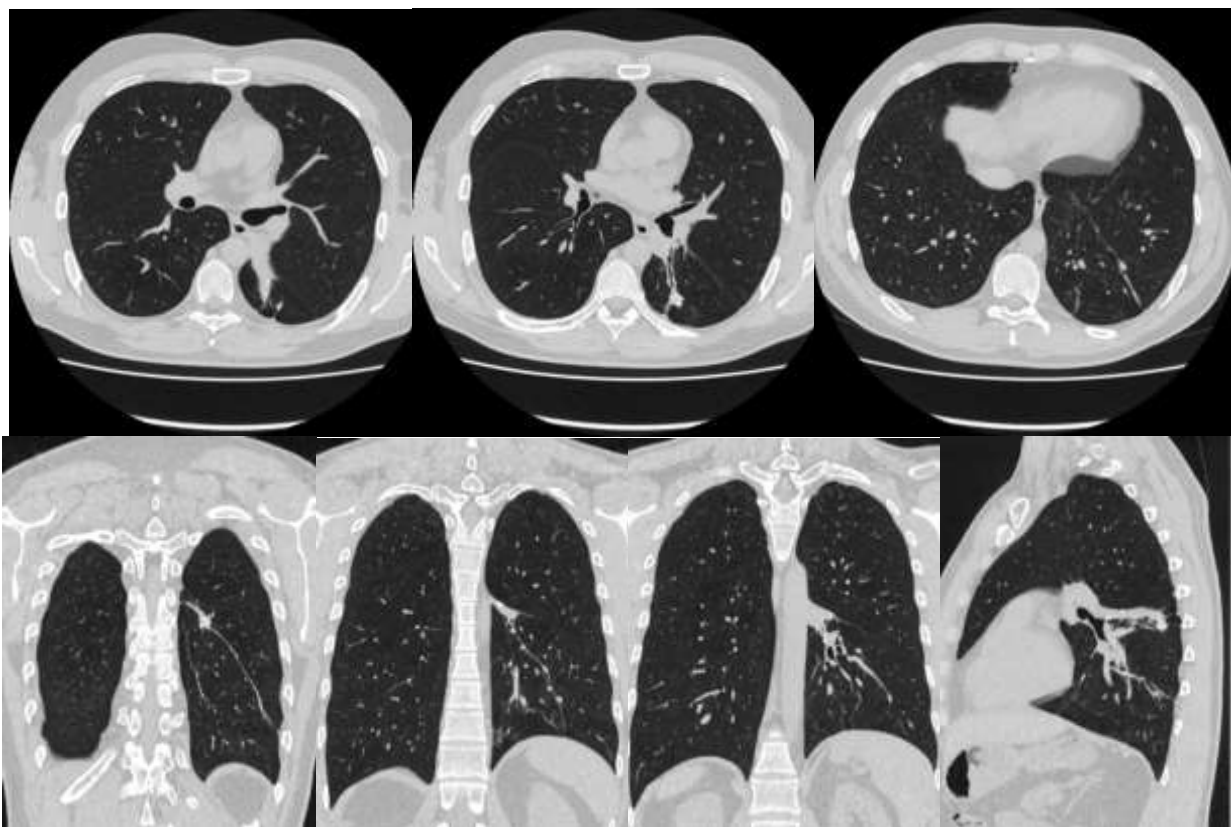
МСКТ ОГК через 5 месяцев лечения пациента С., 1989 г. р. Нижняя доля левого легкого уменьшена в объеме в результате ателектаза S6, в структуре которого определяются кальцинированные включения. В базальных отделах левого легкого S9, S10 на фоне фиброзных изменений определяются множественные мелких и средних размеров очаги уплотнения с четкими контурами
